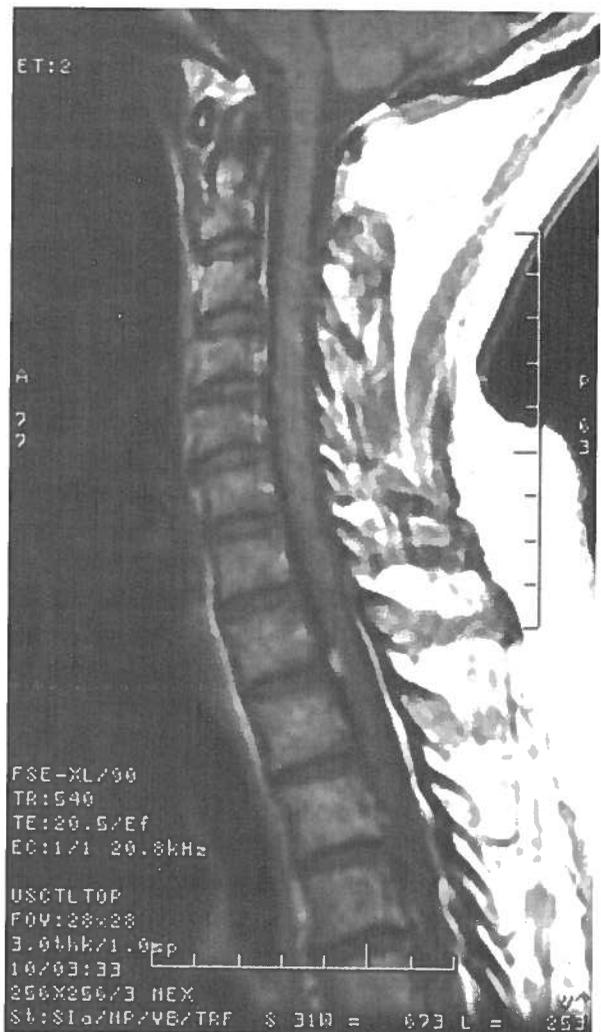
RM Sagital T1 com Gad. - Metástases a nível do tubérculo quadrigêmeo inferior direito e em D1-D2.
